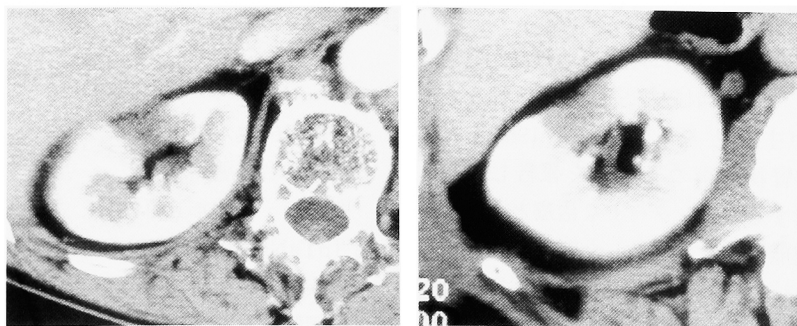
On the abdominal enhanced computed tomography 2 months after operation there was a low density area after enucleation.
